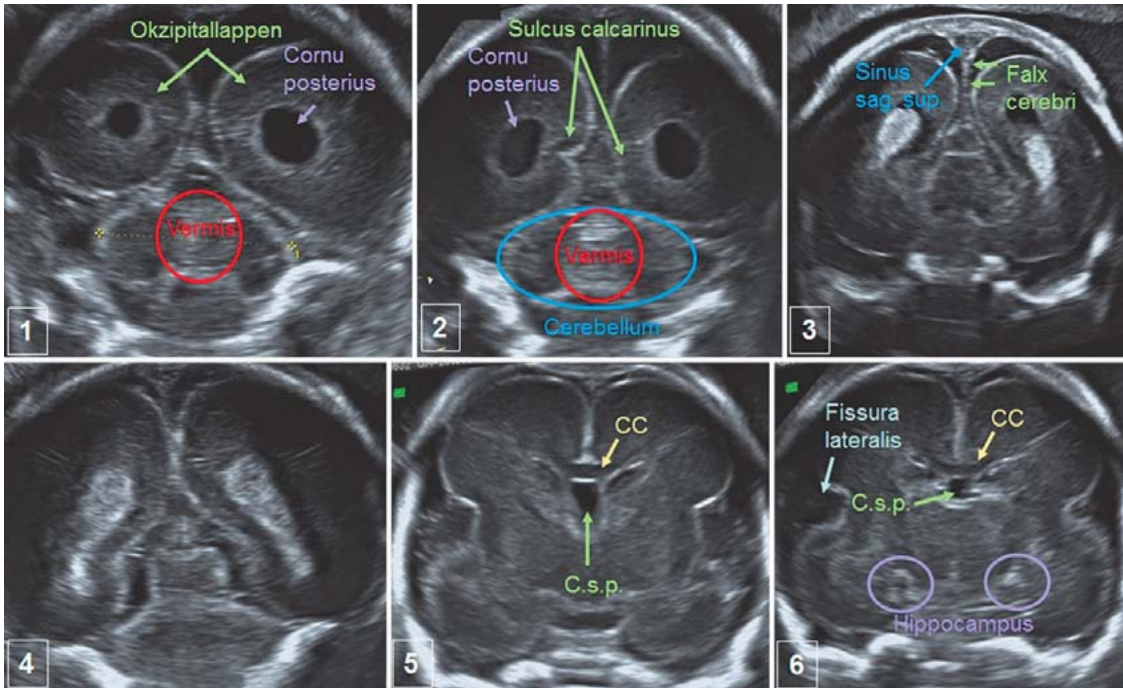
Darstellung der koronaren Schnitte eines Fetus der 21. SSW, welche im Rahmen der fetalen Neurosonografie zum Einsatz kommen. Bild 1 und 2 zeigen die transzerebelläre Ebene mit guter Darstellung des Vermis cerebelli. Bild 3 stellt den Interhemisphärenspalt mit Falx cerebri und dem darin in einer Duraduplikatur verlaufenden Sinus sagittalis superior. Bild 5 und 6 zeigen die quer verlaufenden Corpus-callosum-Fasern im vorderen und mittleren Teil. Unterhalb der in dieser SSW noch breiten Fissura lateralis befindet sich die Inselregion. Im Zuge der weiteren Ausreifung des fetalen Gehirns wird die Inselregion durch Anteile des Temporallappens sowie die „Operkula“, Anteile des Frontal- und Parietallappens verdeckt. Dieser Prozess wird auch als Operkularisation bezeichnet, und die Verkürzung der Fissura lateralis durch die Operkularisation im Koronarschnitt ist ein Kriterium der Beurteilung regelrechter fetaler Hirnreifung. Abkürzungen: CC Corpus callosum; C. s. p. Cavum septi pellucidum.
